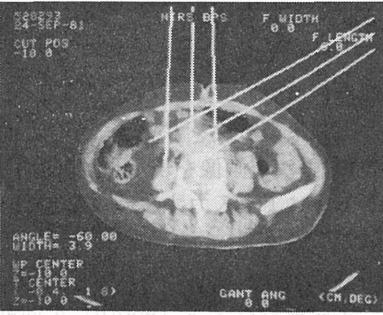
(a) および (b) は病巣中心から 1.0 cm 上または下の CT 画像を、(c) は照射野端、すなわち上限画像を、(d) は照射野上限画像より 1.0 cm 上方、すなわち照射野外の CT 画像をそれぞれに示す。Figs. 7 (a) および (b) は病巣が完全に照射野内に含まれており、(c) はビーム方向からみて、病巣中心から下方のみが含まれているが、
